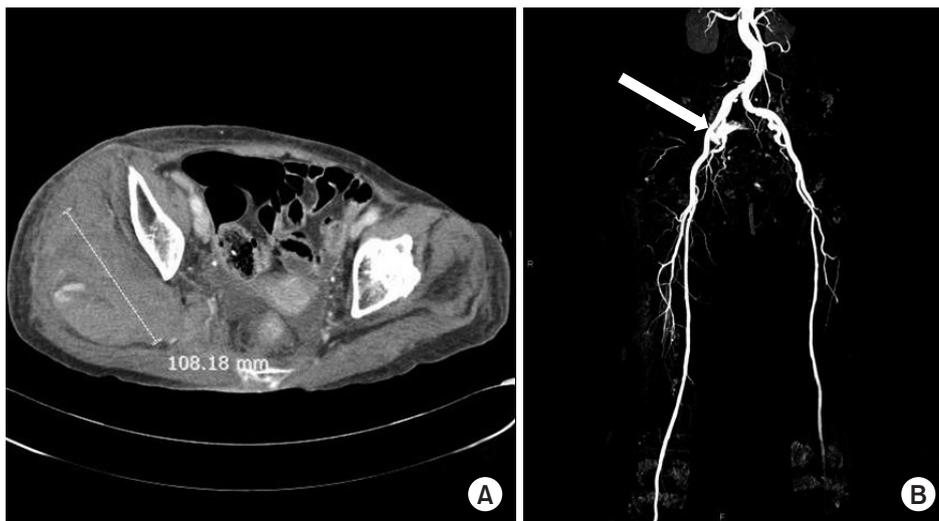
Postoperative 10 days, acute sciatic nerve palsy symptoms appeared related to a huge hematoma lesion. (A) Axial computed tomography images showing a hematoma with a size of greater than 10 cm on the gluteus medius muscle. (B) Coronal computed tomography angiography showed bleeding (white arrow) at the branch of the superior gluteal artery.
